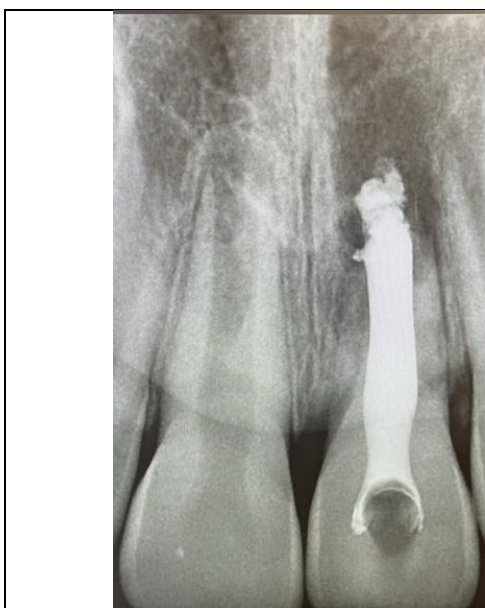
Рентгенограмма зуба 2.1 после пломбирования пастой на основе гидроксида кальция
